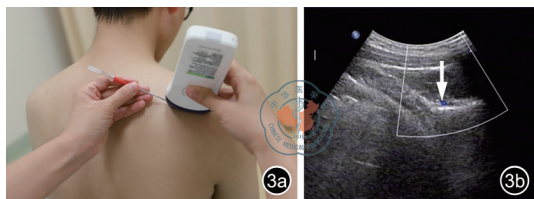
超声引导下肩胛上神经阻滞。图a为探头横切置于肩胛冈,进行超声引导下穿刺;图b为正常肩胛上神经超声声像图表现(箭头所示)
